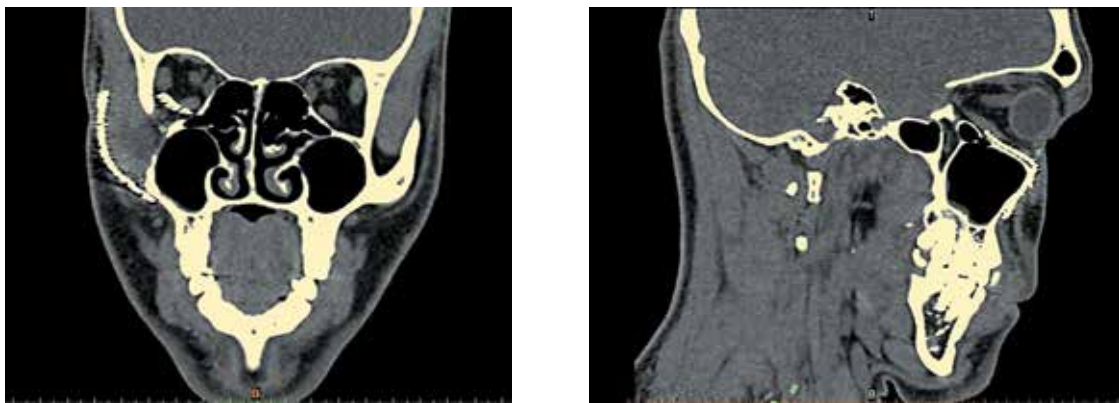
Послеоперационное КТ-исследование: отмечается адекватность пневматизации гайморовой пазухи и нижней стенки глазницы
